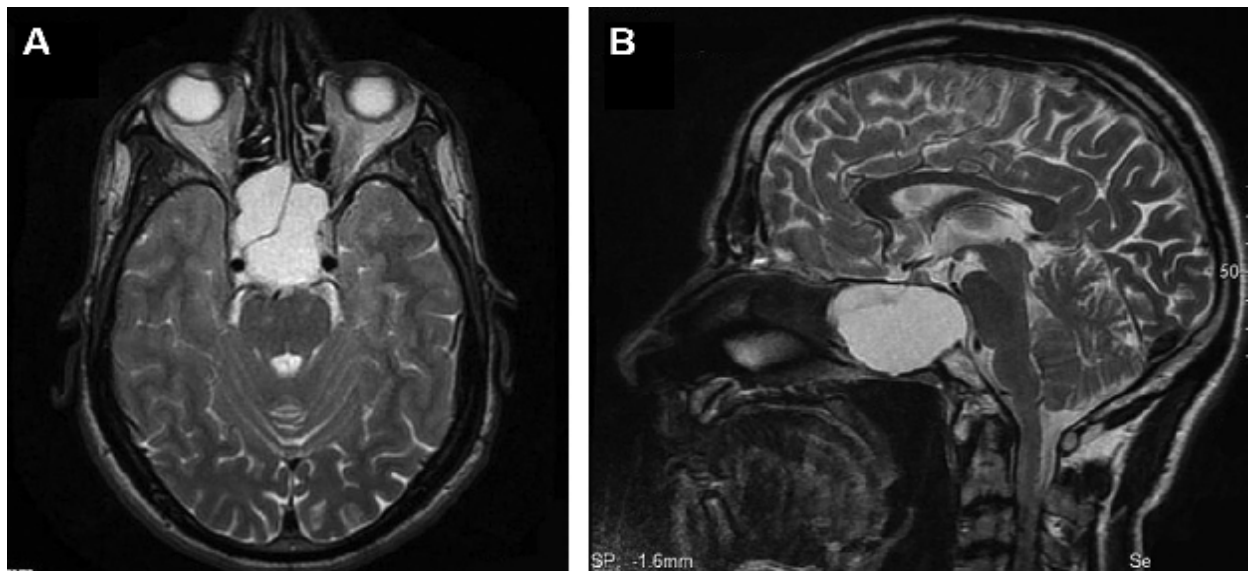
IRM cérébrale en séquences axiale (A) et sagittale (B), T1 injectée, montrant une mucocèle sphénoïdale bilatérale hypersignal en T1, refoulant l'hypophyse et la tige pituitaire. L'hypersignal T1 traduit le caractère déshydraté et vieilli de la mucocèle [23].
